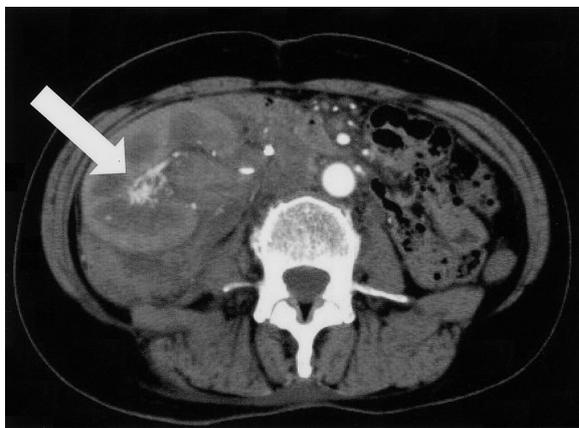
Contrast-enhanced computed tomography scan showing the retroperitoneal hematoma around the right kidney.
